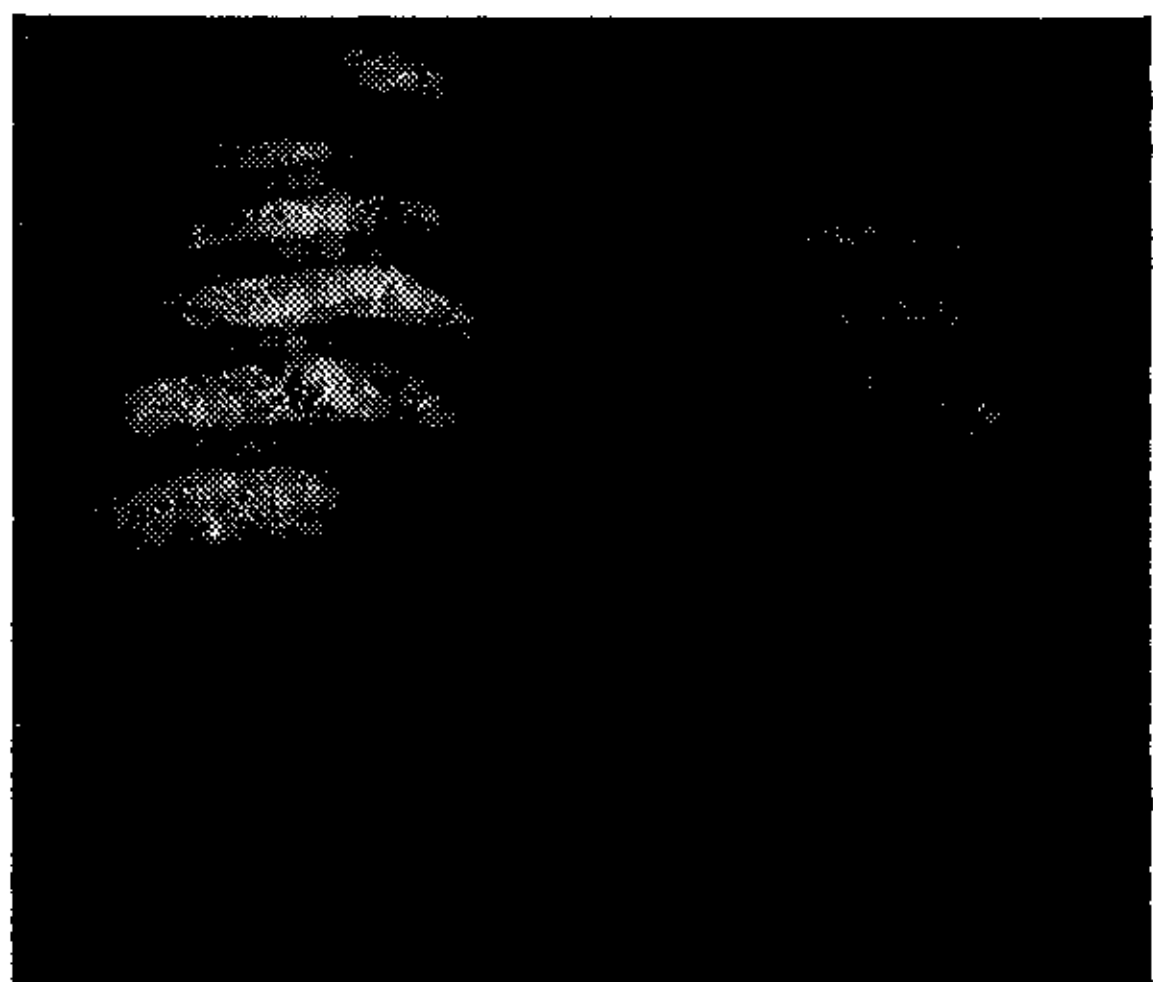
Telerradiografía. Obs. N° 3.
